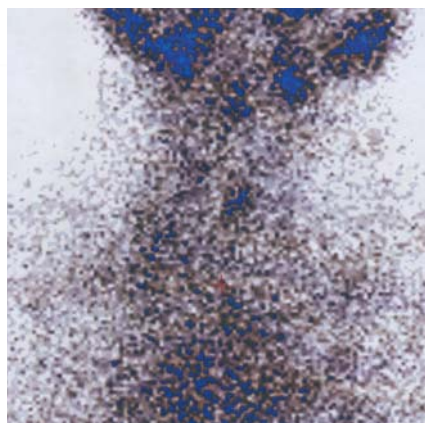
Сцинтиграфия ложа щитовидной железы реципиента
